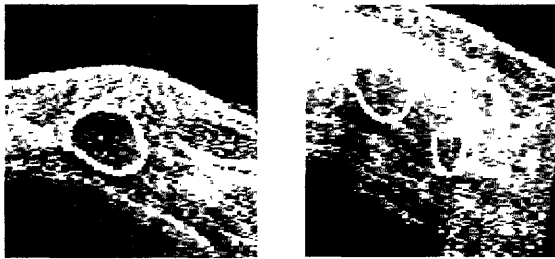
後方エコーが減衰している場合の検出例
